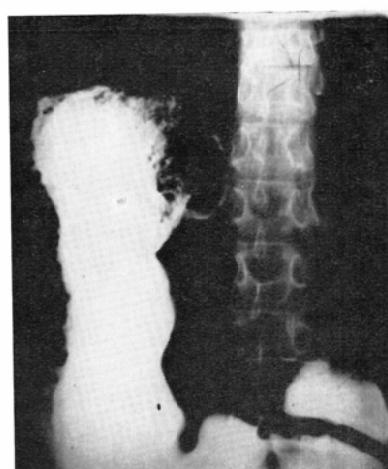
Case 1. the case, cancer (routine X-ray examination)
